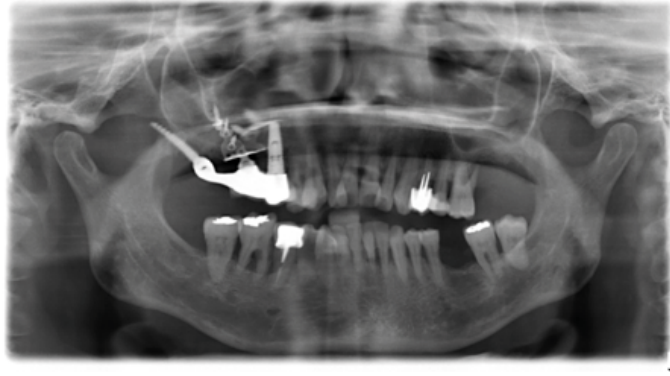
Radiographie de contrôle après la mise en place des implants.
